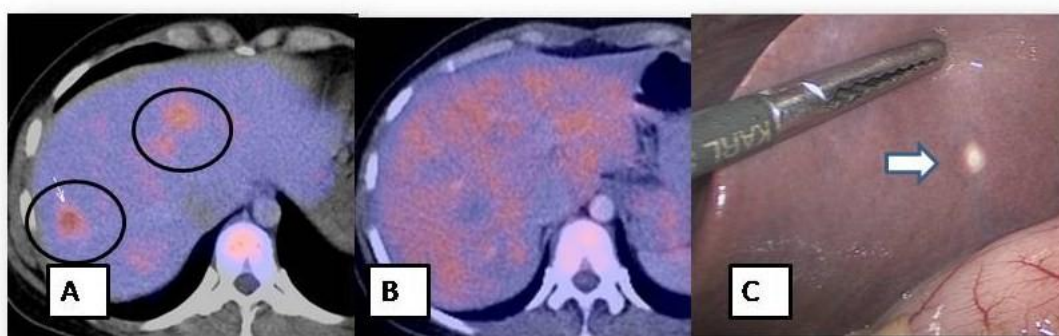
PET/TC pre-quimioterapia en metástasis colorrectal que informa al menos 2 lesiones activas (círculo A). PET/TC posterior que no muestra lesiones activas residuales (B), pero se encuentra una lesión menor a 1 cm activa en la exploración quirúrgica (C)
